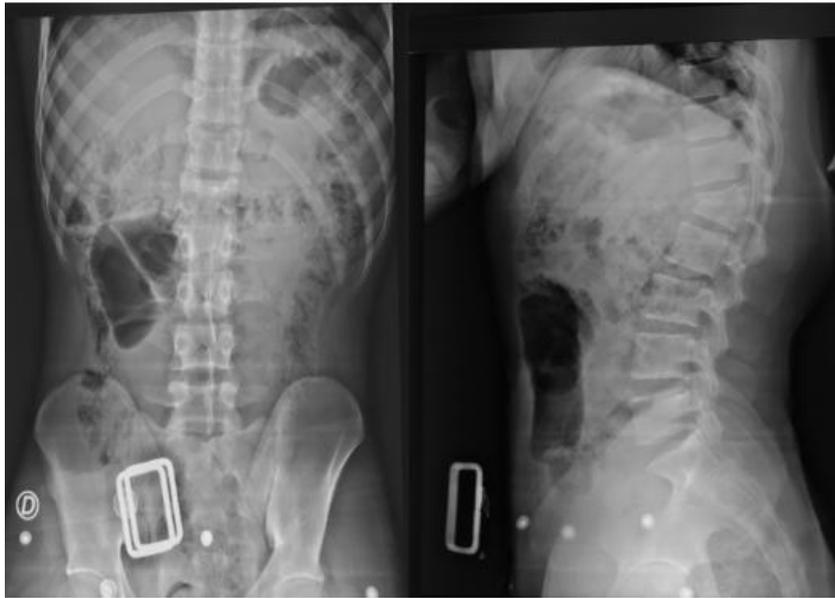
Radiographie standard lombaire pré-opératoire face et profil montrant une fracture distraction de L1.
